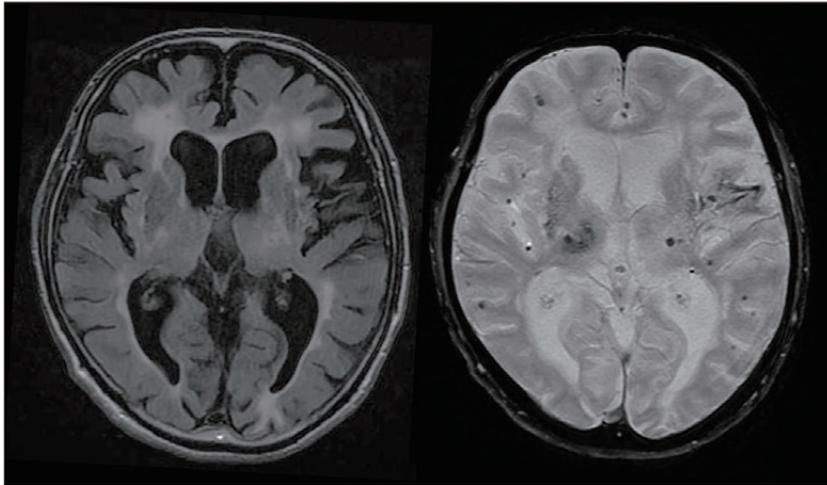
頭部MRI所見(左:FLAIR画像, 右:T2*画像)
